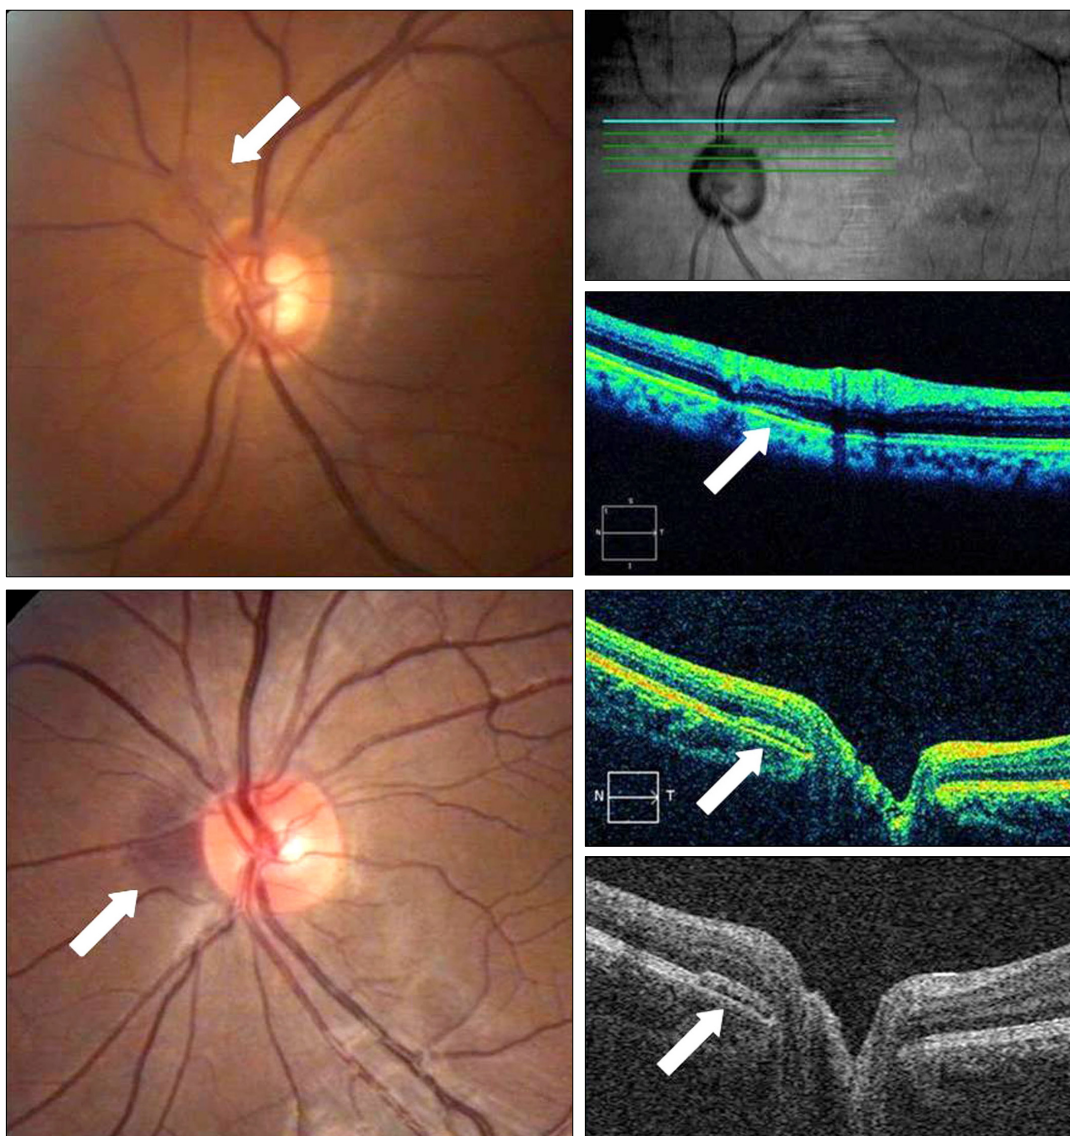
Two cases of traumatic optic neuropathy presented with metamorphopsia. Fundus findings and optical coherence tomographic findings show peripapillary subretinal hemorrhage.
